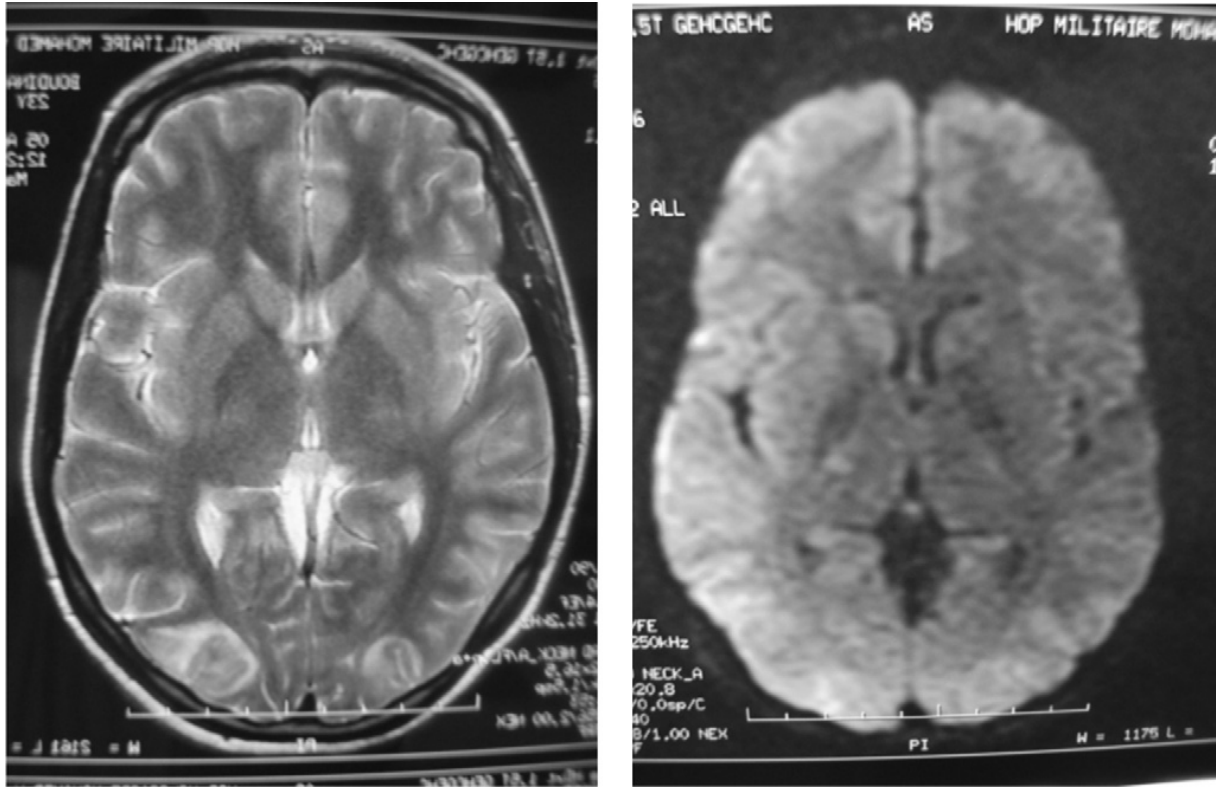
Imagerie par résonance magnétique (IRM) encéphalique, coupes axiales, séquence T2 et diffusion :Hypersignaux cortico-sous-corticaux, au niveau occipital bilatéral plus marqués à droite.
